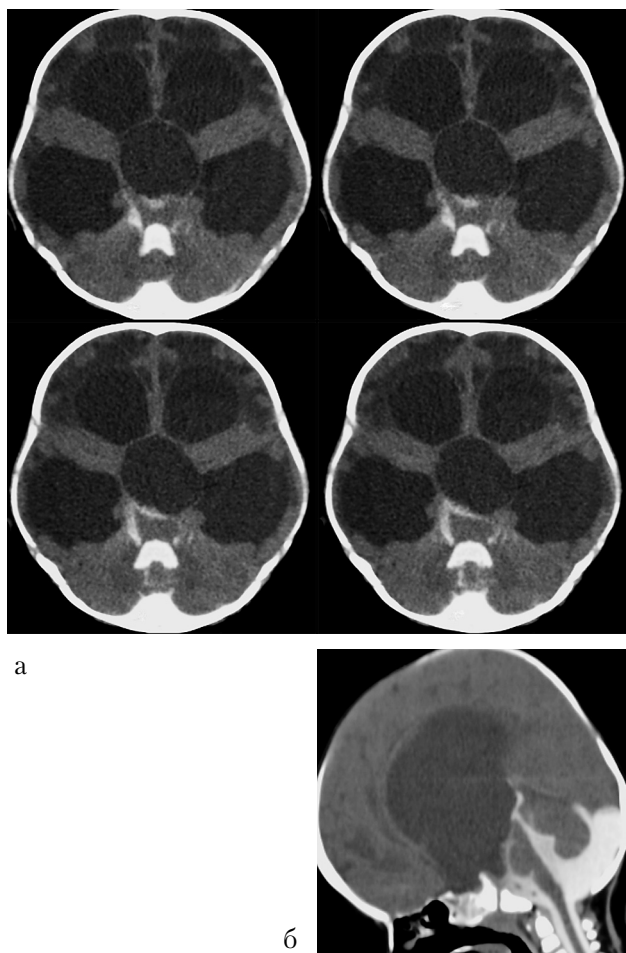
МСКТ-цистернография (а — серия аксиальных срезов, б — сагиттальный срез). Эндолумбально введенный контрастный препарат распространился по цистернам основания черепа и в полость IV желудочка. В боковые желудочки и в полость кисты контраст не попал. Определяется выраженный перивентрикулярный отек, субарахноидальные пространства сдавлены
